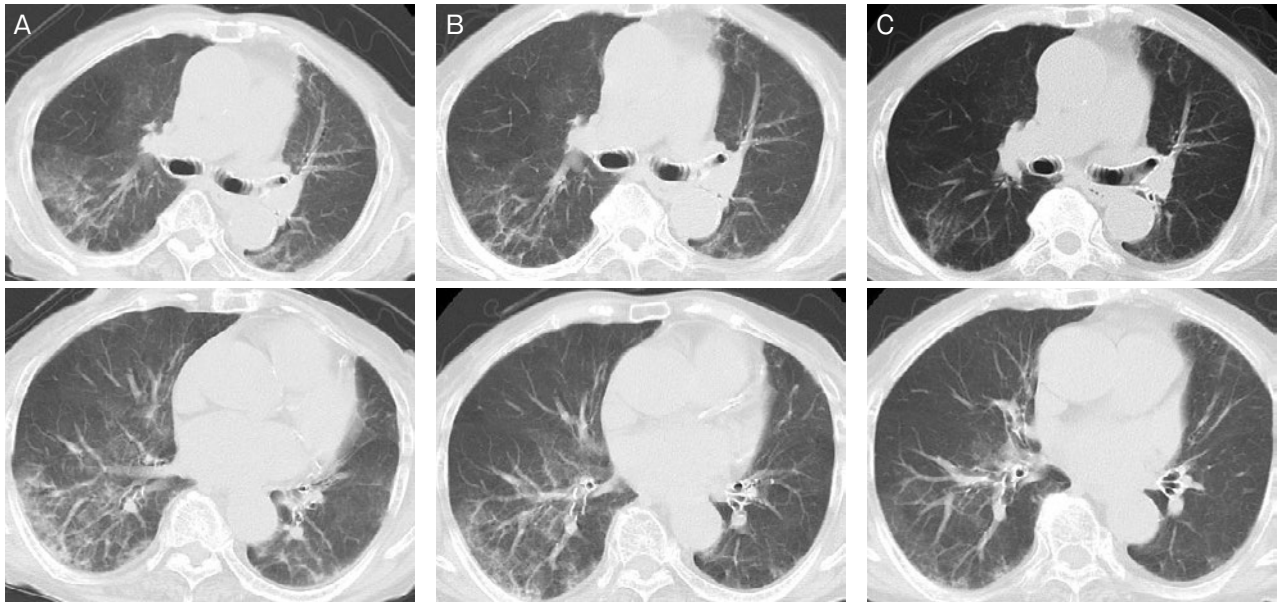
胸部単純CTの経過。治療開始後5日目(A)にはすりガラス様陰影はほぼ消失し、12日目(B)には右下葉の網状影の残存以外は明らかな改善を認めた。37日目(C)には右下葉の網状影もほぼ消失した。
